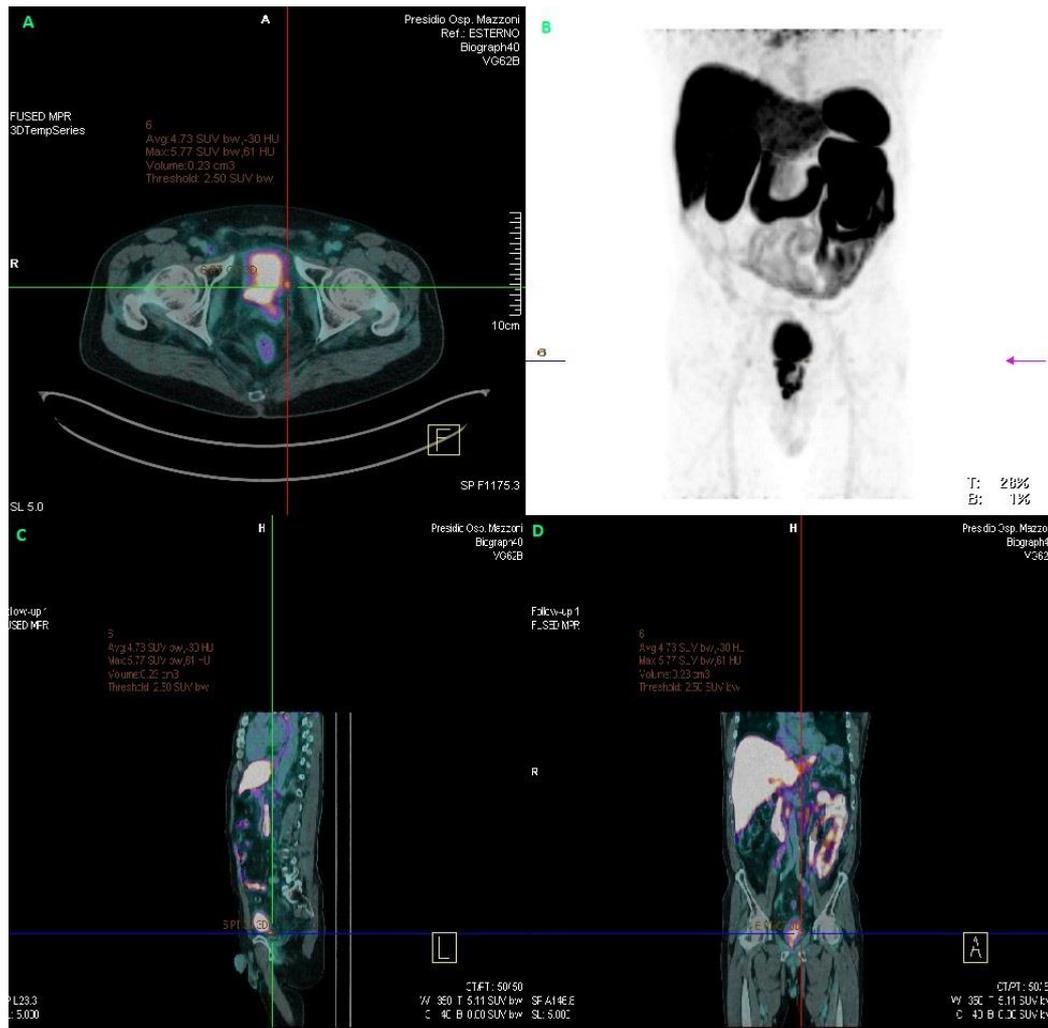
CASO CLINICO 2. Riquadri A (assiale), C (sagittale), D (coronale) relativi alle ricostruzioni FUSED MPR della PET/CT-2; B) 3D MIP della PET/CT-2.
